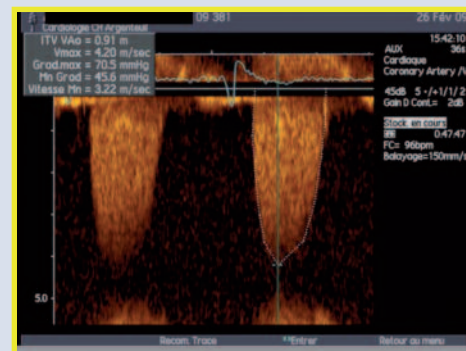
Flux Doppler de RA serré (vitesse maximale 4,2 m/s – gradient moyen 46 mmHg – Surface aortique calculée à 0,6 cm<sup>2</sup>)
